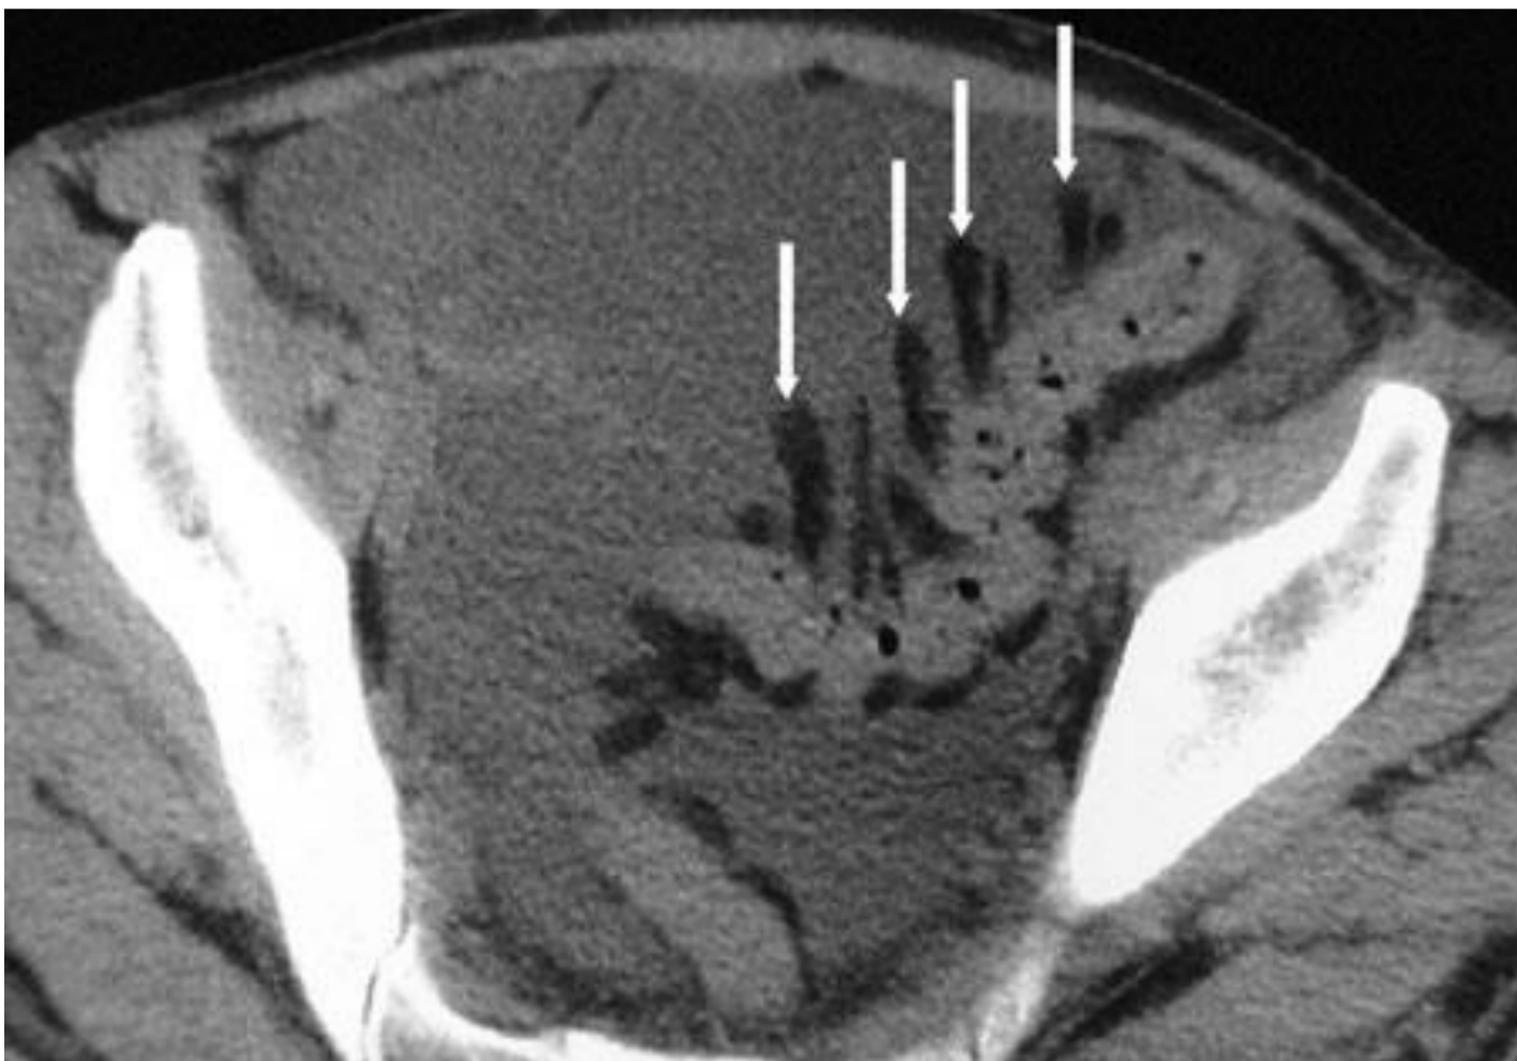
TC corte axial. Apéndices epiploicos normales en un paciente con ascitis. Se identifican numerosas estructuras hipodensas, de aspecto digitiforme (flechas), en estrecha relación con la pared del sigma y que parece “flotar” en el líquido.
